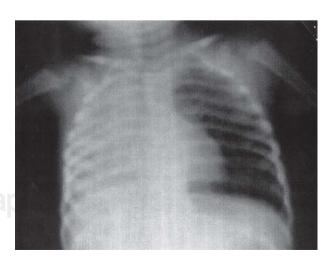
Radiografía posextubación.
